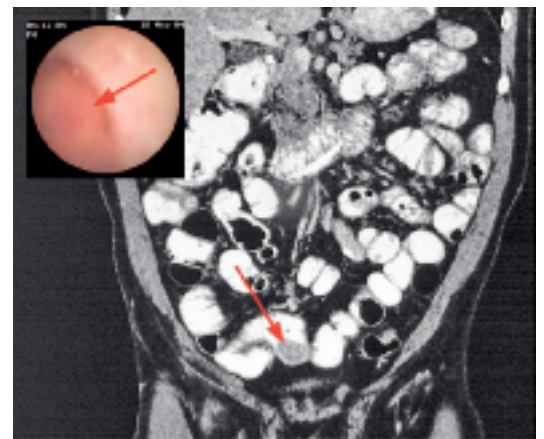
Livide imponierender Tumor in der Kapselendoskopie (kleines Bild, Pfeil). CT-Enteroklyse mit tumoröser Raumforderung im terminalen Ileum (grosses Bild, Pfeil).
